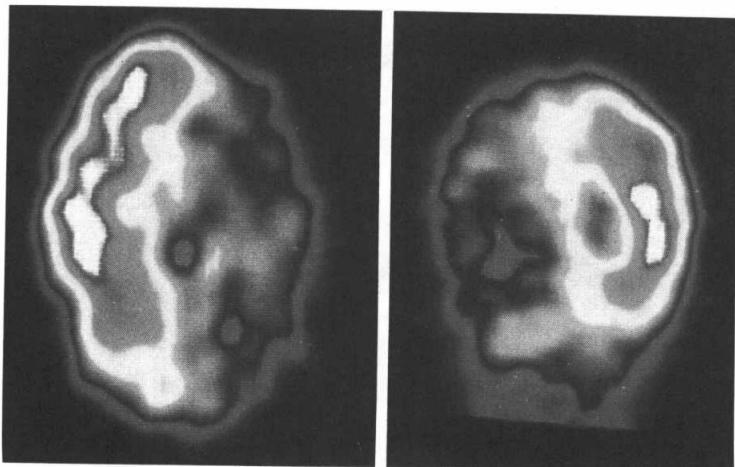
①, ② Ictal stage HMPAO brain SPECT showing diffusely increased radioactivity of Left parieto-occipital area.
